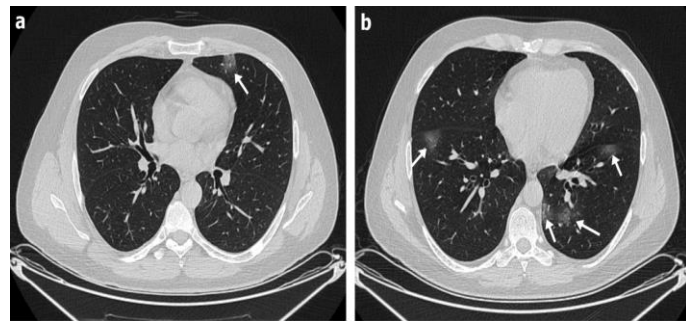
40-year-old man with pneumonia caused by coronavirus disease 2019 (COVID-19) confirmed by RT-PCR. Axial unenhanced chest CT image (a) shows peripherally located single ground-glass opacity in left upper lob. The patient was grouped as low suspect (CT score 1) based on CT finding. Axial unenhanced chest CT image (b) obtained on day 5 after first CT scan shows multiple ground-glass opacities in both lower lobes.
